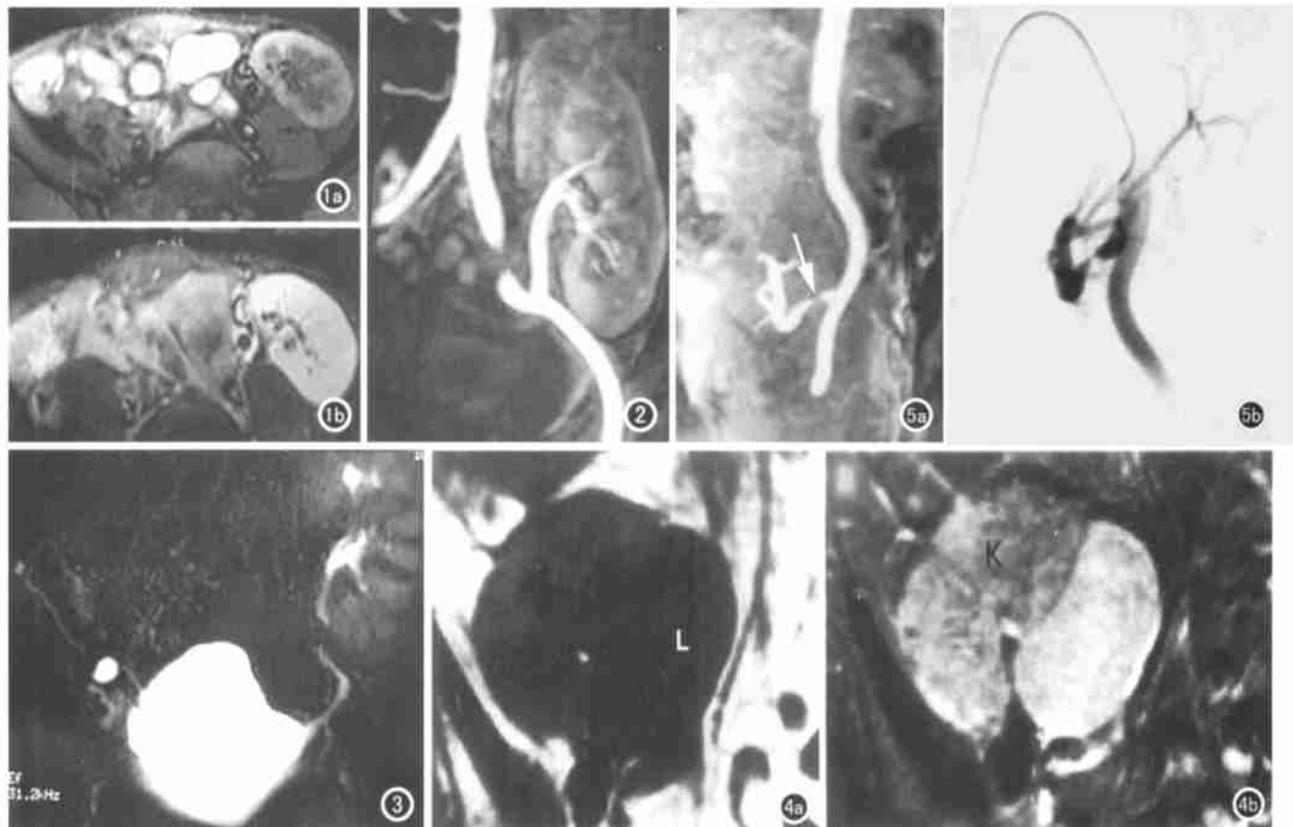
移植肾正常 MRI 表现。a) T<sub>1</sub>WI 抑脂示肾皮髓质分界清楚；b) 注射 G<sub>d</sub>DTPA 后移植肾明显强化。图 2 +C MRA 移植肾动脉通畅。图 3 MRU 移植肾输尿管无狭窄。图 4 肾移植后并囊状淋巴管瘤。a) T<sub>1</sub>WI 移植肾内侧见一卵圆形长 T<sub>1</sub> 信号病变。信号均匀，边界清楚 (L)；b) T<sub>2</sub>WI 病变呈长 T<sub>2</sub> 信号，与肾 (K) 分界清楚。图 5 移植肾动脉吻合口狭窄。a) +C MRA 示吻合口狭窄 (箭)；b) DSA 与 MRA 相符。
